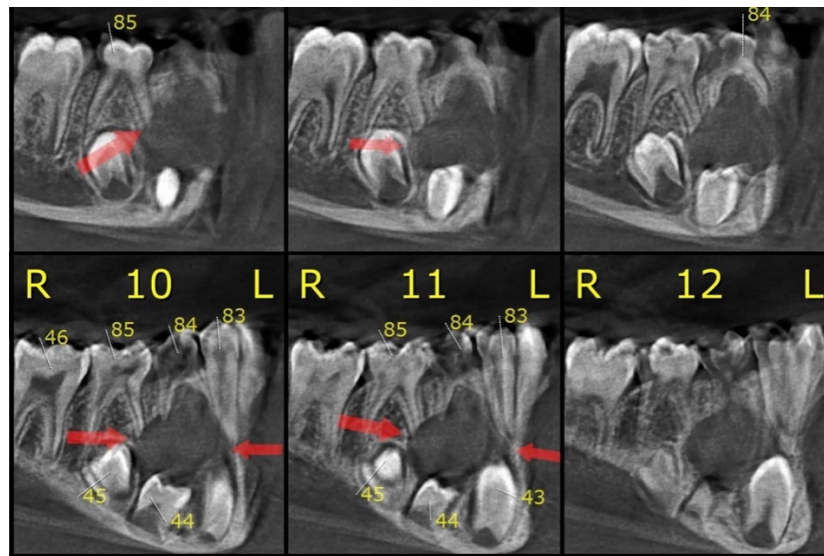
Tomografia computadorizada. É possível observar lesão hipodensa associada a coroa do dente 44 e periápice do dente 85.
